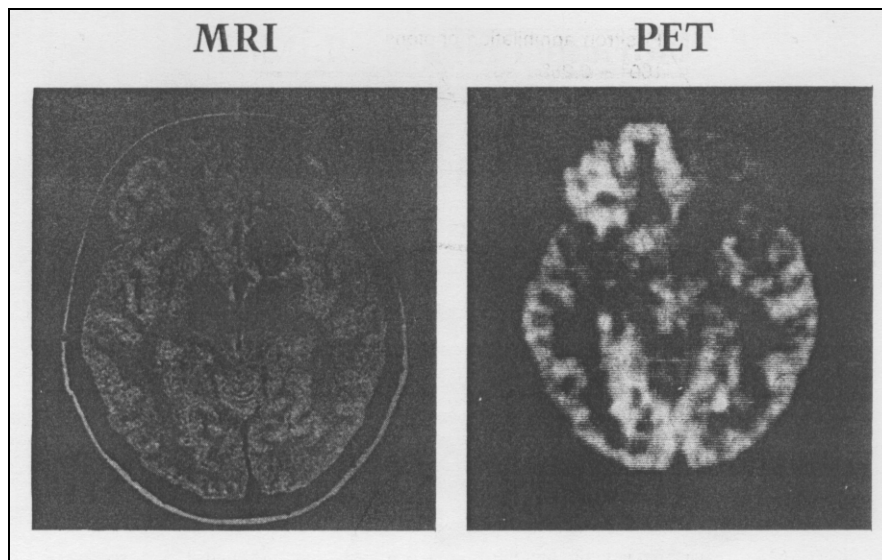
Malformatie arteriovenoasa. PET indica metabolism deficitar al glucozei
